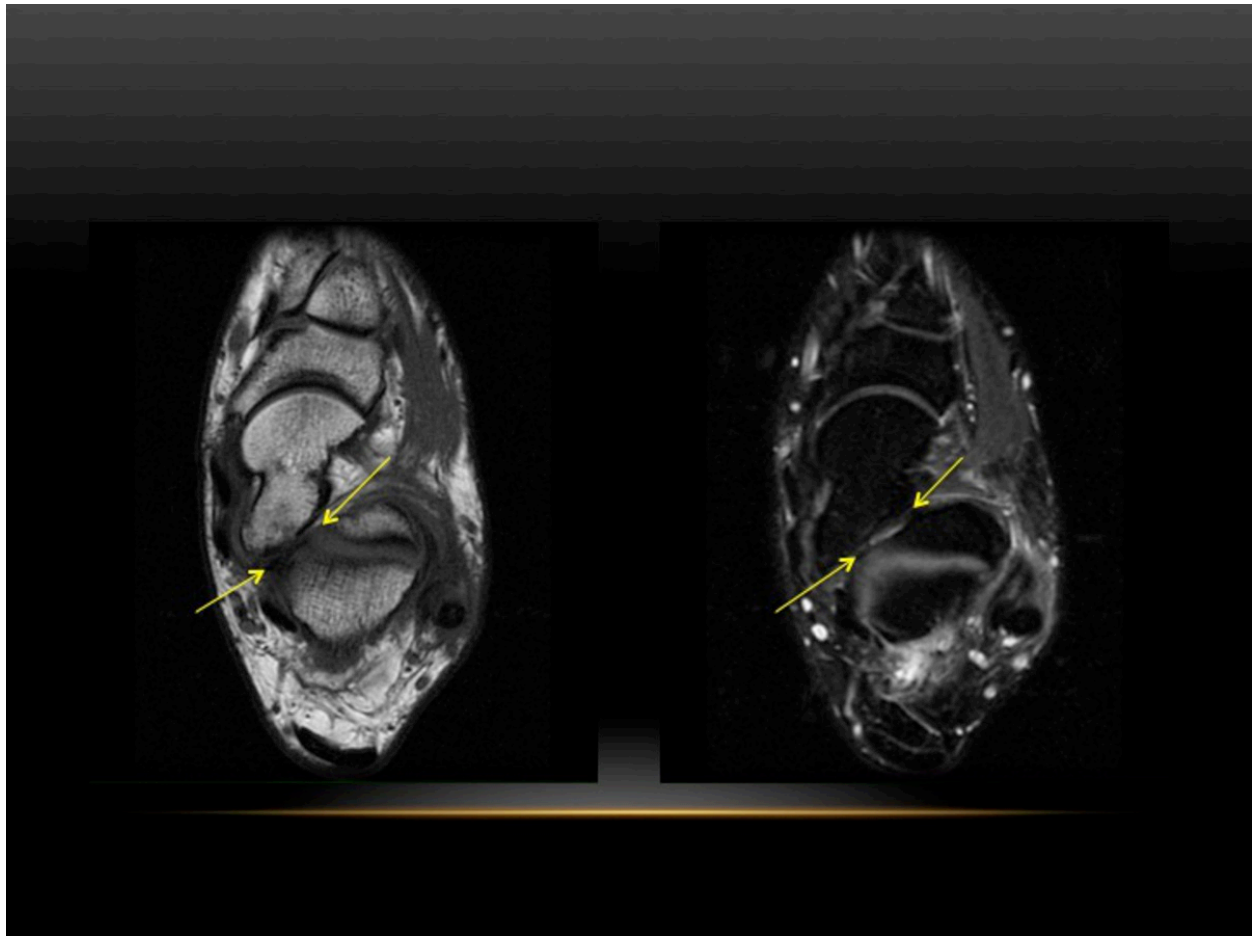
Varón de 22 años. Coalición talocalcánea fibroósea. RM tobillo izquierdo. Cortes axiales T1 y T2 saturación grasa
